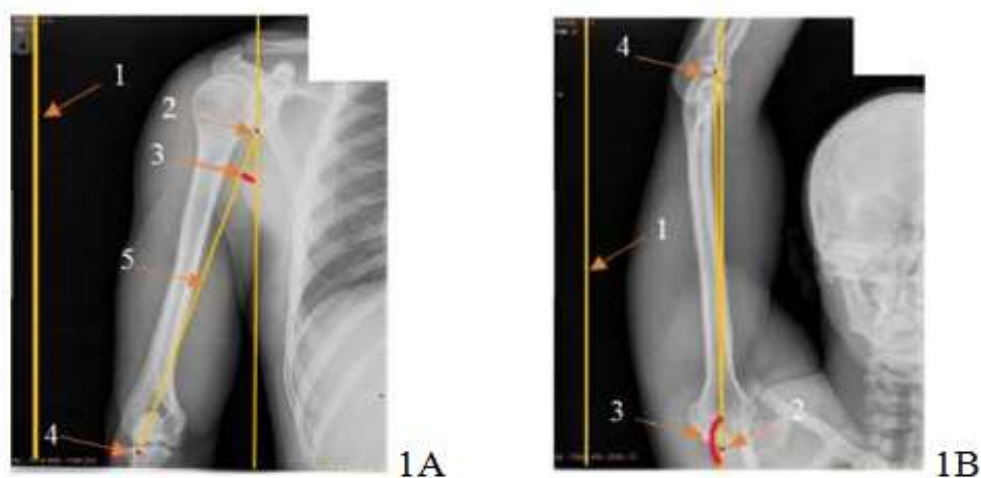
Рентгенологический снимок отведения в плечевом суставе: А – нулевое положение, В – максимальное отведение
